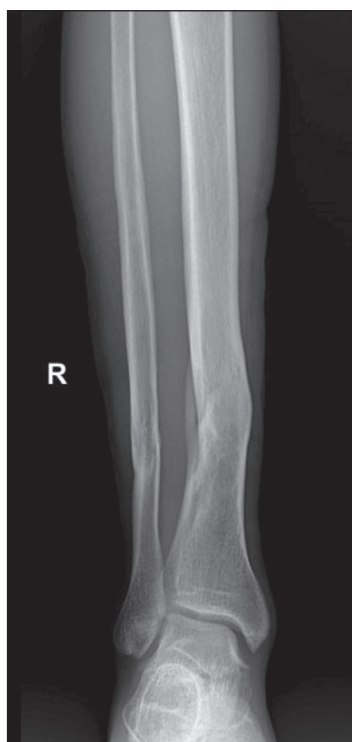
Рентгенограмма правой голени в прямой проекции. Старые сросшиеся переломы нижней трети диафизов берцовых костей.
